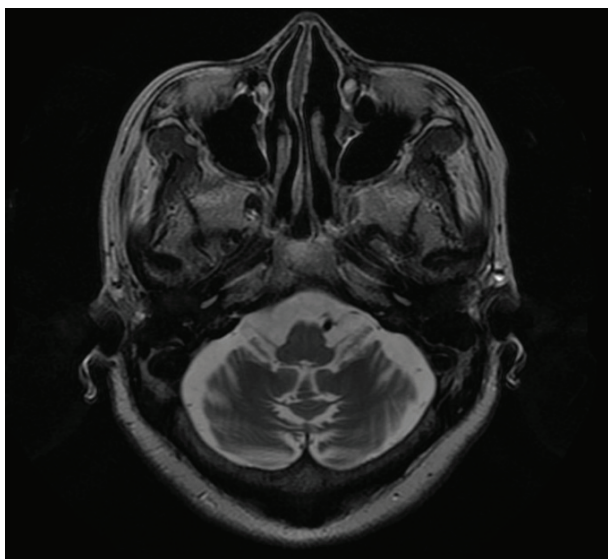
Axial T2-weighted MRI study shows atrophy of cerebellum.
